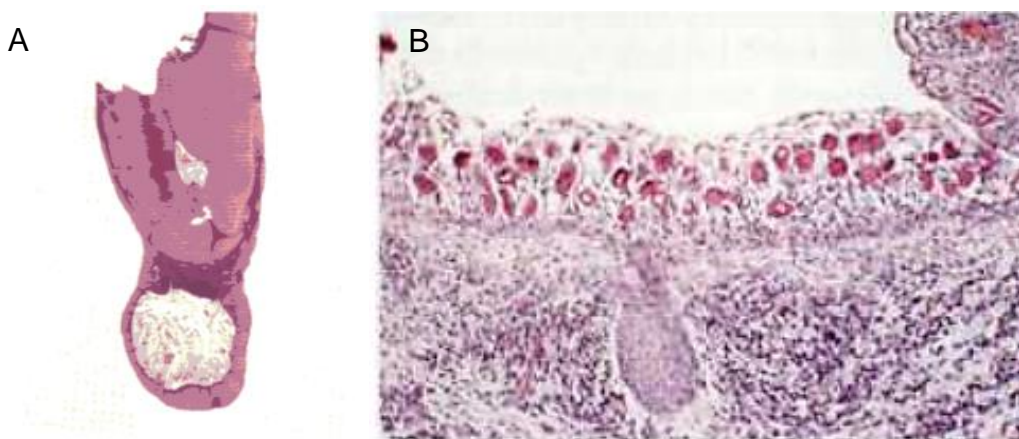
Clasificación de los quistes periapicales: quiste verdadero y quiste en bolsa o "bahía" (40).
